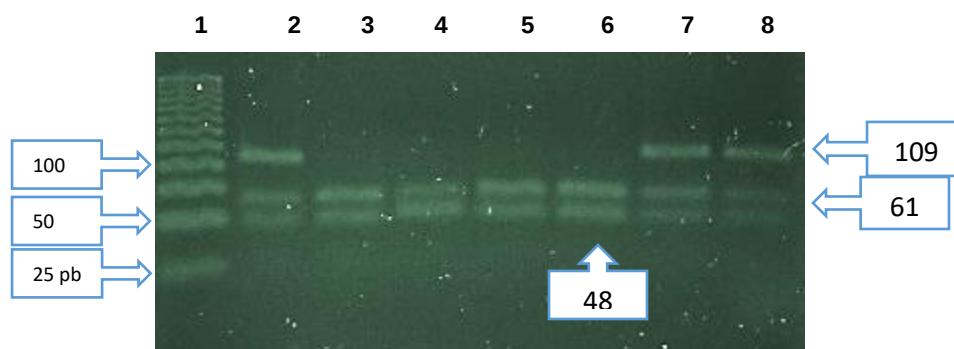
Digestión enzimática del PNS –C401T del gen GGH con enzima Bst I. Electroforesis en gel de agarosa al 4% de siete sujetos (carriles 2 al 8). Se observa un genotipo heterocigoto CT en los carriles 2, 7 y 8; genotipo homocigoto silvestre (CC) en los carriles 3, 4, 5 y 6. En el carril 1 se colocó el marcador de peso molecular.
